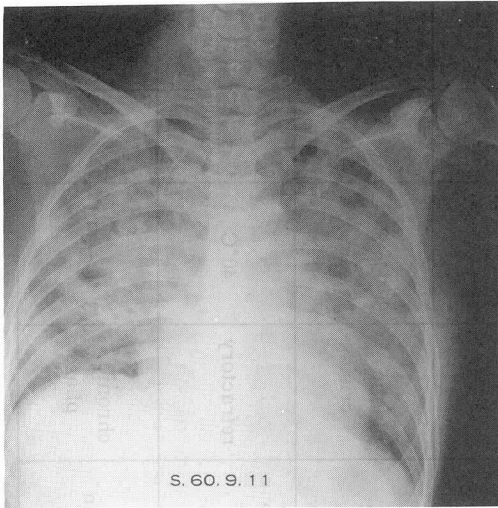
症例1の昭和60年9月11日（図2の2日後）の胸部X線写真：急速に両側とも肺胞性陰影となる。
